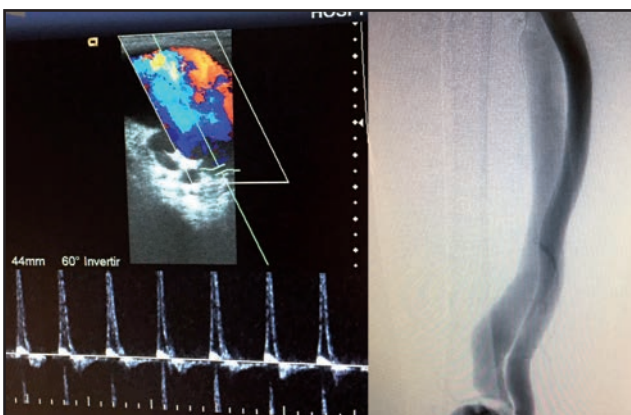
Diagnóstico por imagen. A. Vena con pulso arterializado en estudio ecodoppler. B. Arteria femoral superficial dilatada en el estudio arteriográfico
